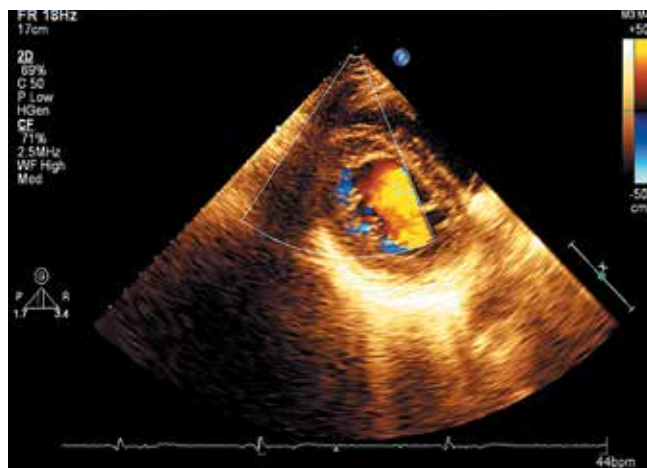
Эхокардиограмма: локация с применением режима цветного картирования по короткой оси из парастерального доступа — определяются заполняемые кровью межтрабекулярные карманы
